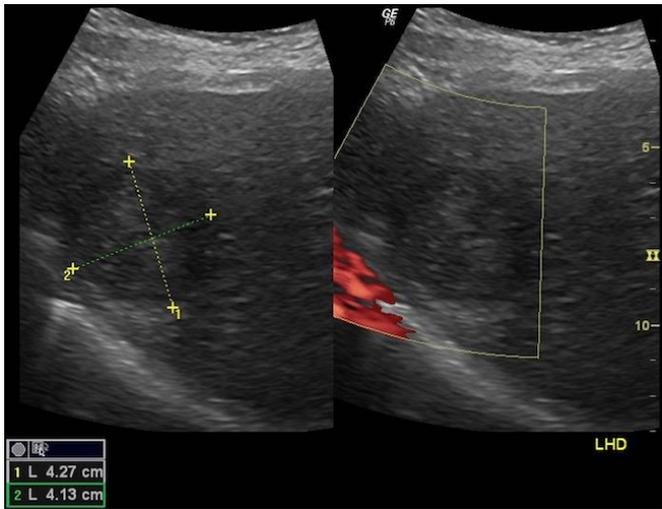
a, b. Ecografía de abdomen superior, donde se visualiza masa hepática.
